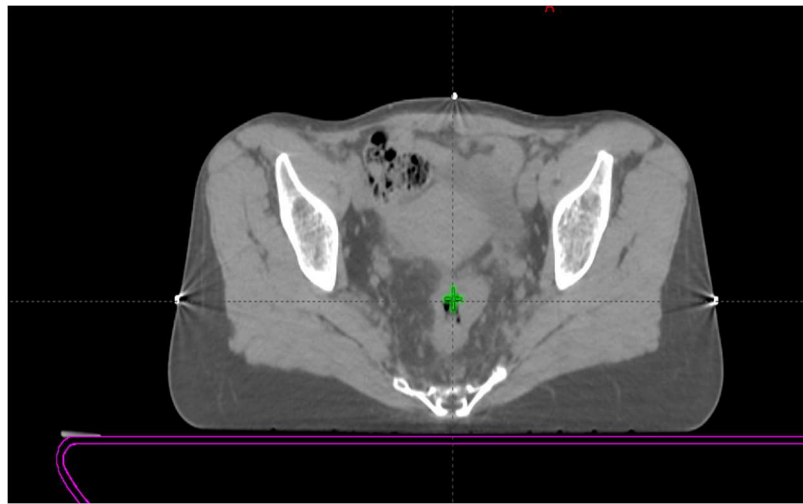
Presenza lettino TC visualizzazione grafica*
